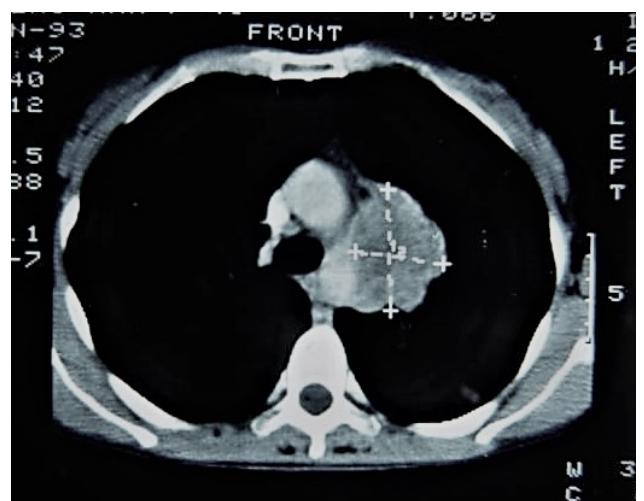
Metástasis ganglionares. Tomografía computada.
